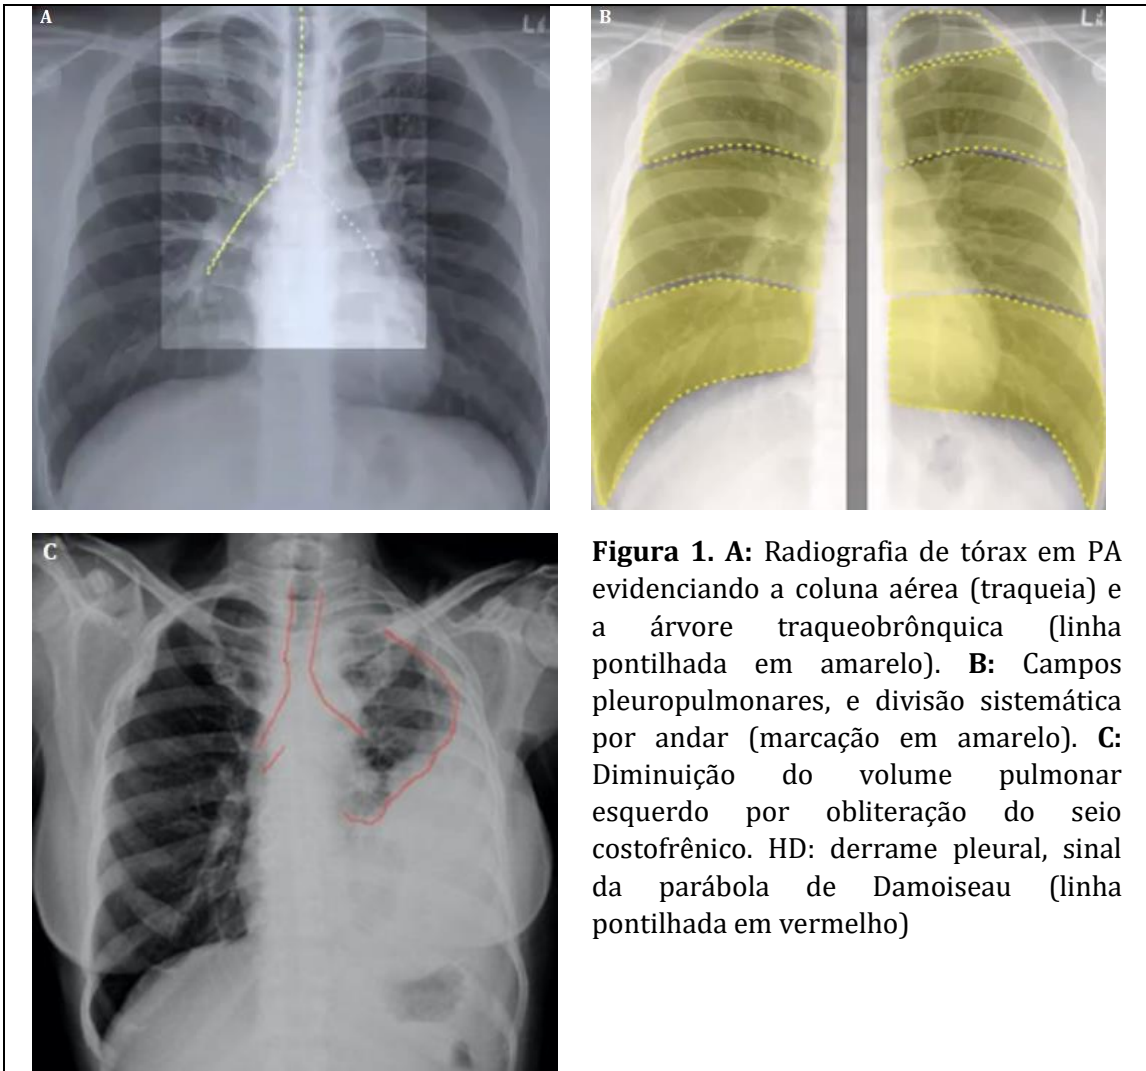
A: Radiografia de tórax em PA evidenciando a coluna aérea (traqueia) e a árvore traqueobrônquica (linha pontilhada em amarelo). B: Campos pleuropulmonares, e divisão sistemática por andar (marcação em amarelo). C: Diminuição do volume pulmonar esquerdo por obliteração do seio costofrênico. HD: derrame pleural, sinal da parábola de Damoiseau (linha pontilhada em vermelho)
